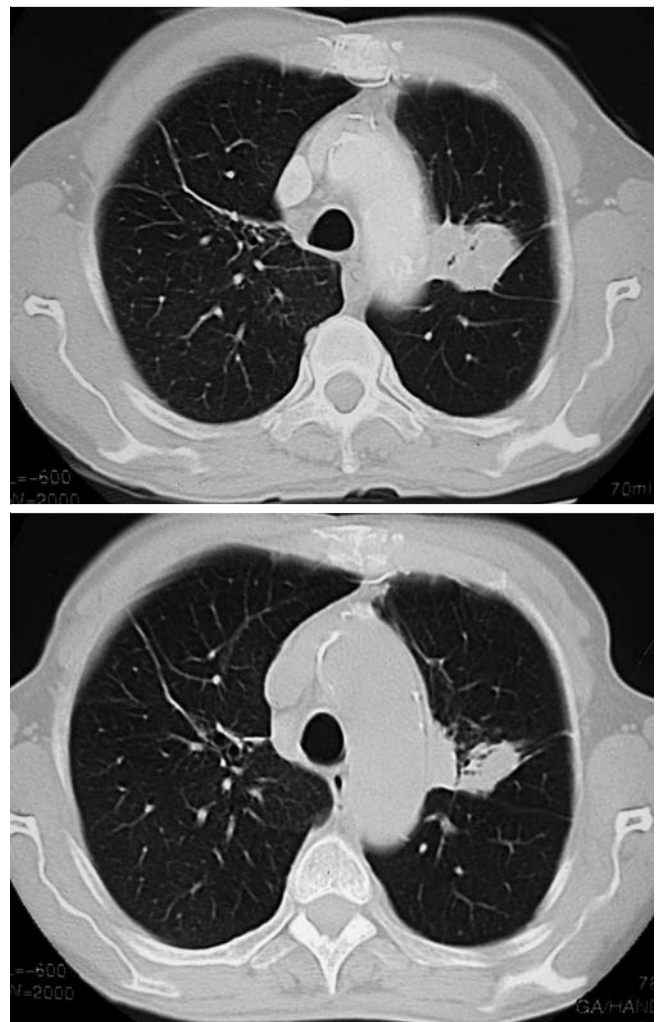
Thorax-CT des exemplarisch geschilderten Patientenfalles a bei Diagnosestellung b nach 9 Monaten antituberkulöser Therapie.
